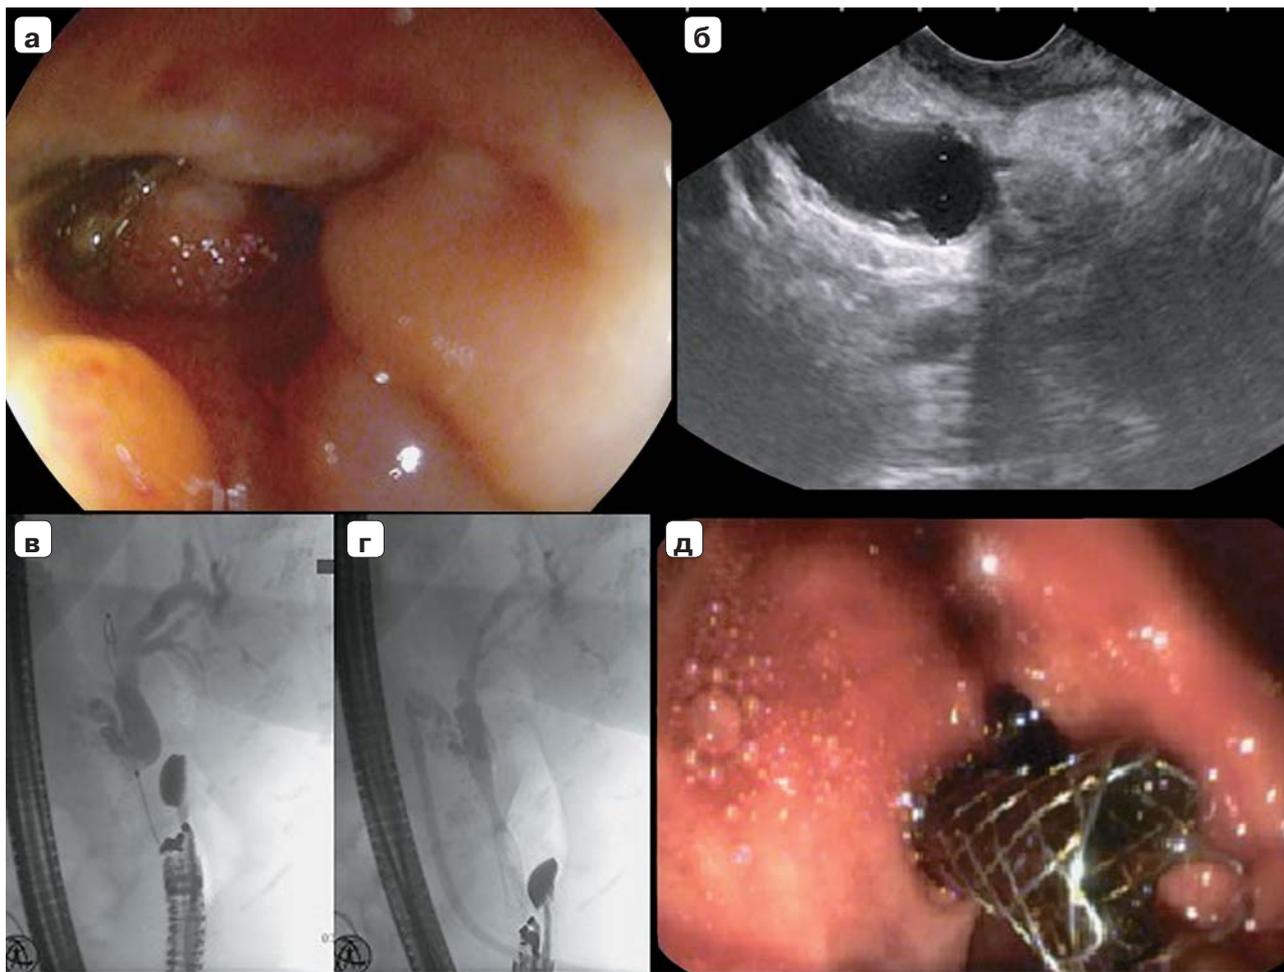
Эндоскопическая холедоходуоденостомия: а – эндосфото, опухолевый стеноз ДПК; б – ультразвуковая сканограмма, расширенный ОЖП; в – ретроградная холангиограмма, выполнена трансдуоденальная холедохотомия под контролем эндо-УЗИ; г – ретроградная холангиограмма, выполнена холедоходуоденостомия билиарным стентом; д – эндосфото, холедоходуоденостомия.
